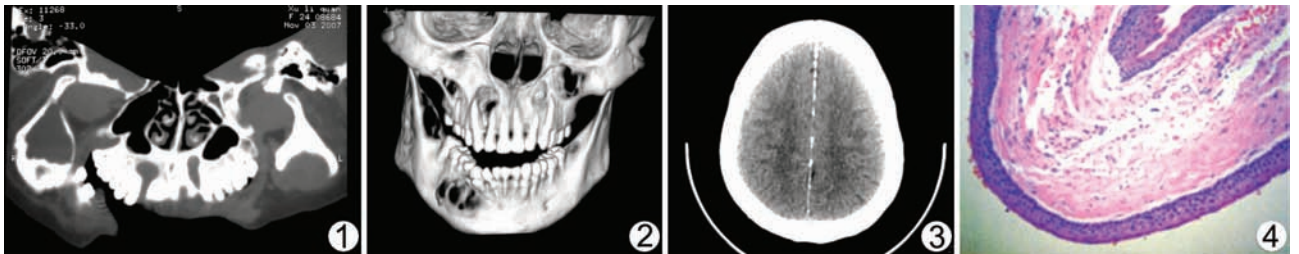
颌面部 CT 曲面重建 双侧上、下颌骨多发边界清楚的低密度区 图 2 颌面部三维 MPR 重组 双侧上、下颌骨多发骨质缺损区
